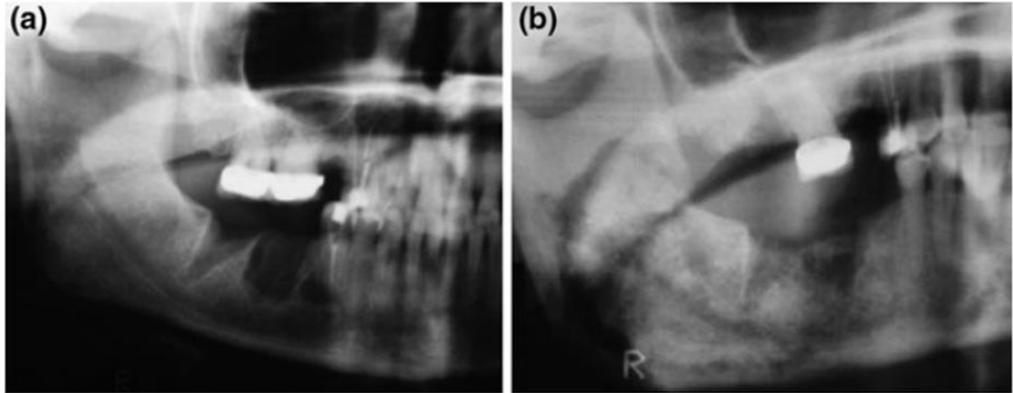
a Radiografía panorámica en un paciente que se sometió a una extracción dental un mes antes. 13b Radiografía panorámica 1 año después de la extracción. El retraso en la cicatrización de la visible en una comparación de las dos imágenes. Se observa trabeculación medular engrosada y desorganizada, con engrosamiento cortical y un típico aspecto de algodón.⁷
